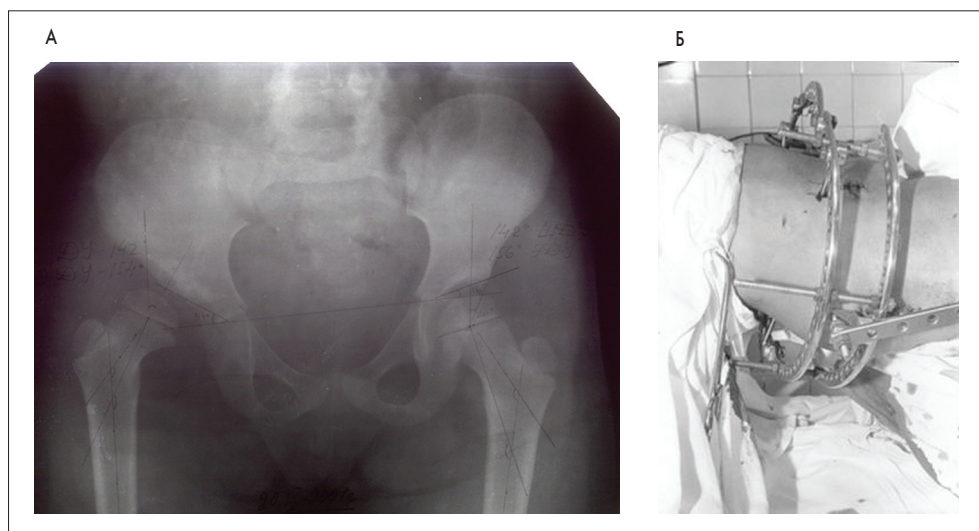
А – фотовідбиток оглядової рентгенограми хворої з уродженим вивихом стегна до лікування; Б – фото на етапі монтажу апарата зовнішньої фіксації «таз-стегно»
